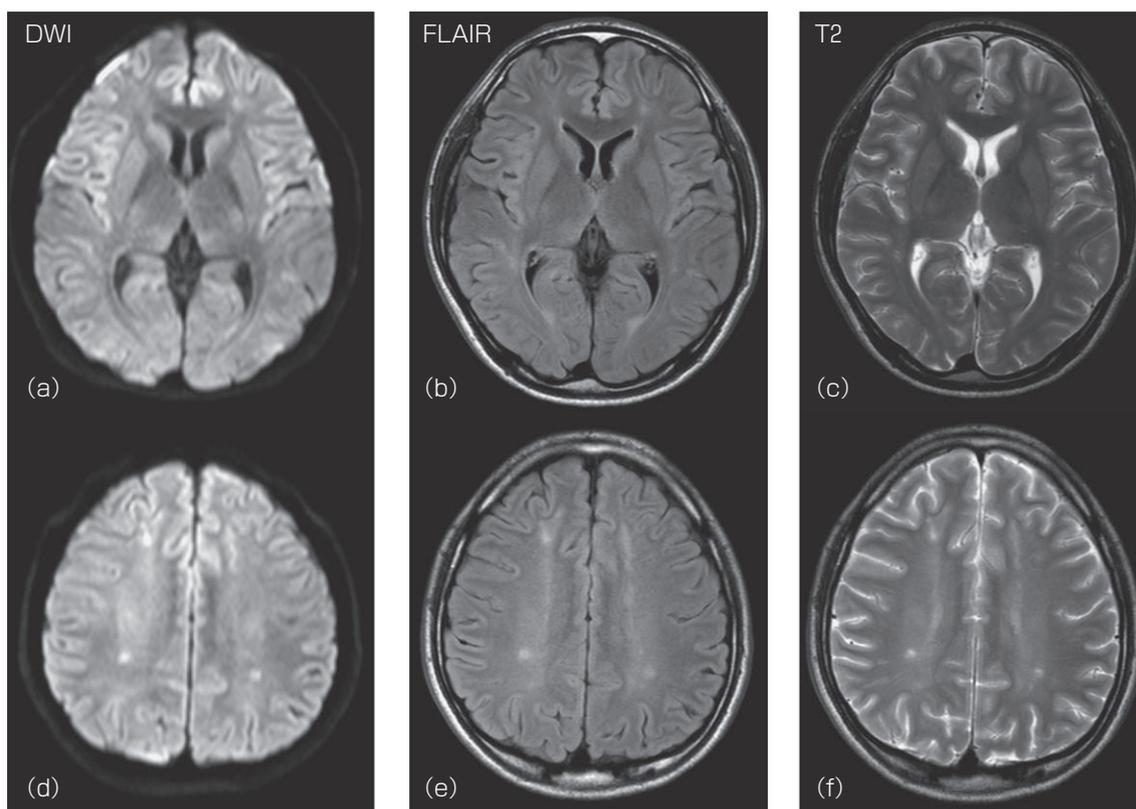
Head MRI findings on day 31
